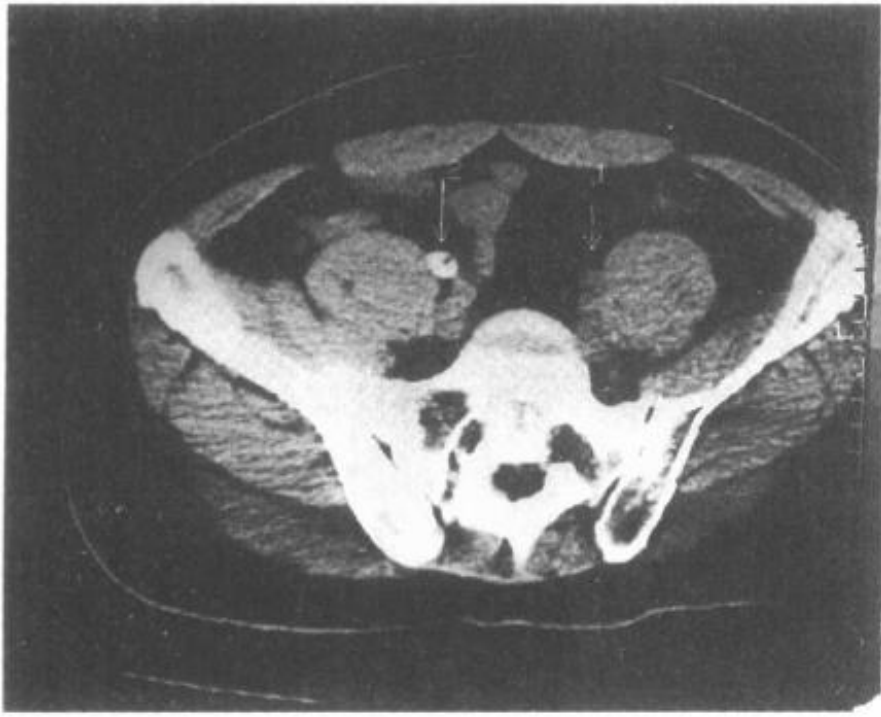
输尿管结石 CT 强化扫描表现
